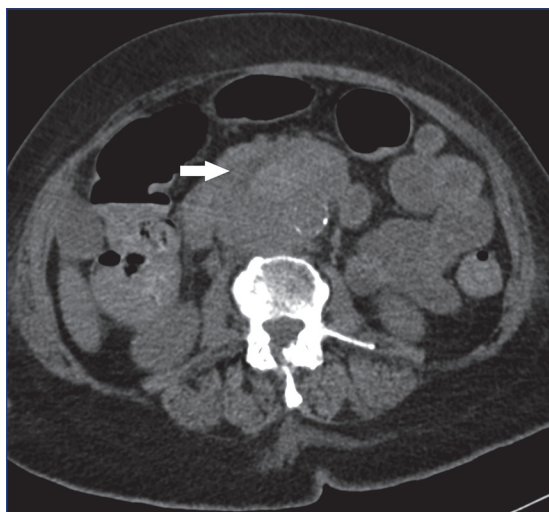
Tomografía axial donde se observa un aneurisma de la aorta abdominal infrarrenal de tipo sacular (flecha), asociado a una ateromatosis difusa.
